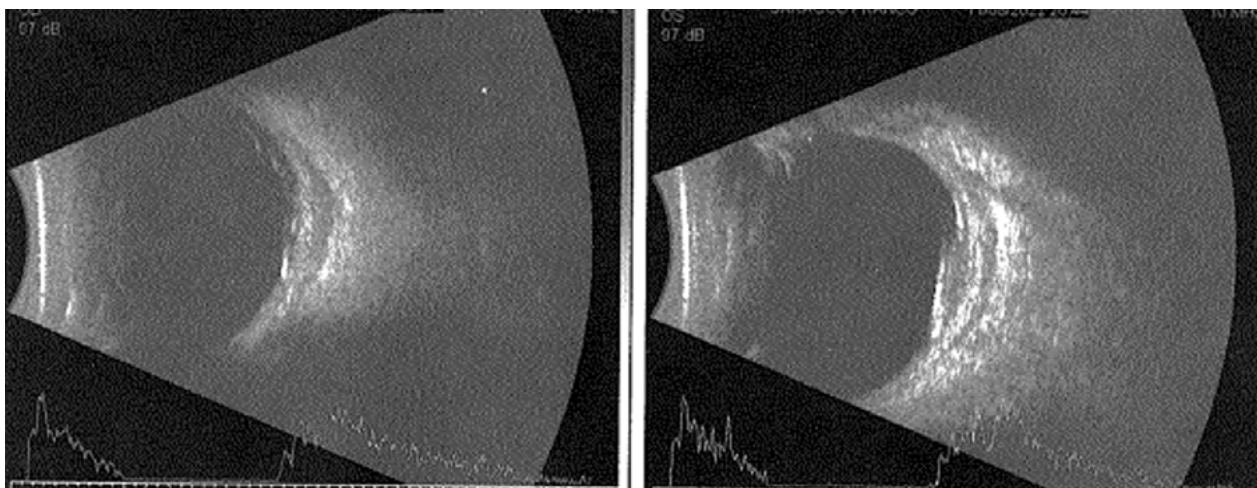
Ecografía modo B y A de ambos ojos. Se evidencia aumento de espesor retino-coroideo con atenuación posterior.
